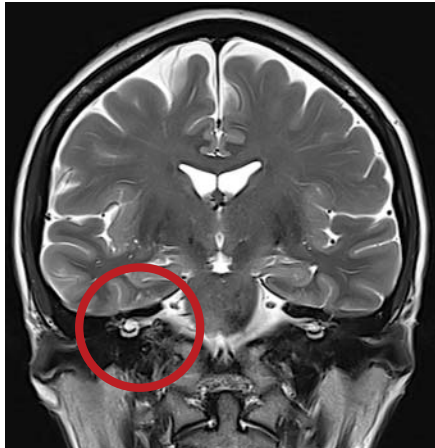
Resonancia magnética en corte coronal, secuencia T2 Cubo a nivel de ganglio geniculado del nervio facial y cóclea. Imagen cortesía del Departamento de Neuro radiología e imagen y del Departamento de Terapia Endovascular Neurológica del INNN.
